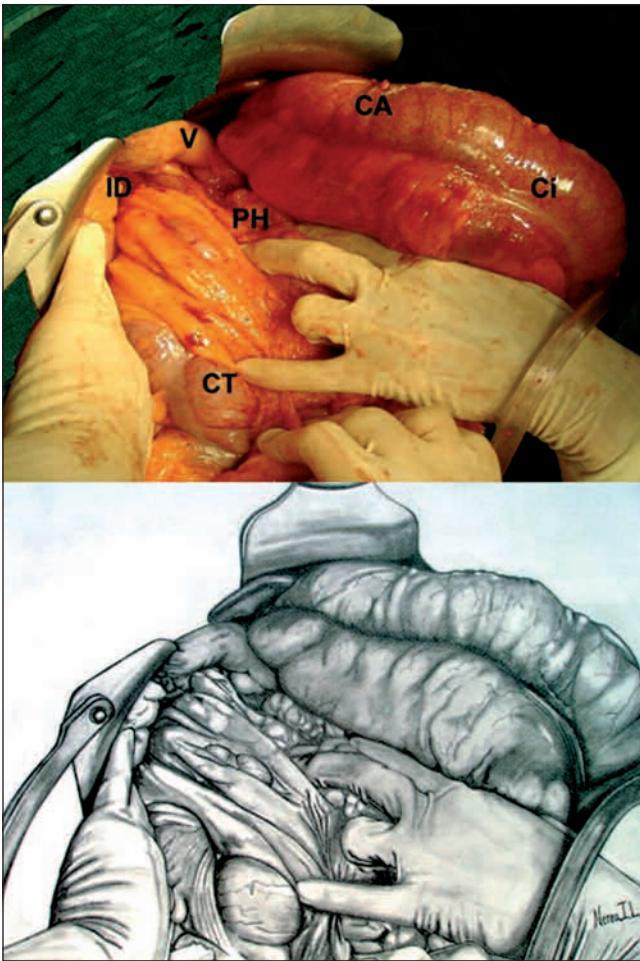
Campo operatorio antes de la reducción herniaria e ilustración anatómica. Gran dilatación del ciego y colon ascendente (Ci y CA) que comienza a nivel del pedículo hepático (PH), observándose claramente la vesícula biliar (V). El colon transverso (CT) preherniario no presenta dilatación y resulta evidente la amplitud de su mesenterio. La mano derecha del cirujano rechaza asas de intestino delgado (ID).
